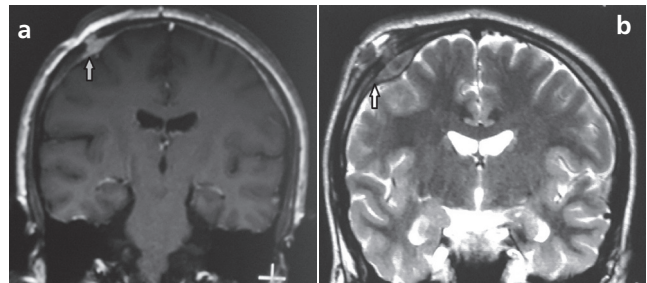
a) Contrast-enhanced Coronal T1 weighted magnetic resonance imaging shows parietal hyperintensity between scalp and dura. b) Coronal T2 weighted magnetic resonance imaging shows the lesion
